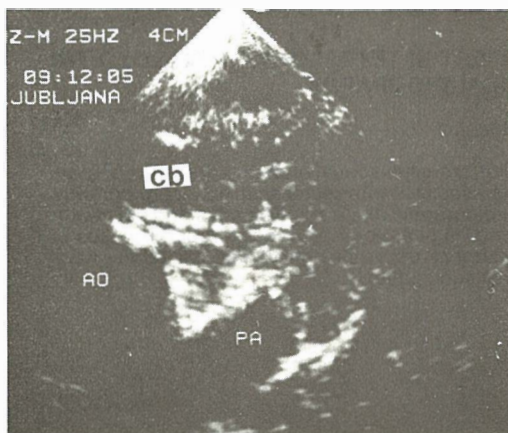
Short axis parasternal view of the conal branch (cb) of the right coronary artery crossing the right ventricular outflow tract. AO=aorta, PA=pulmonary artery.
